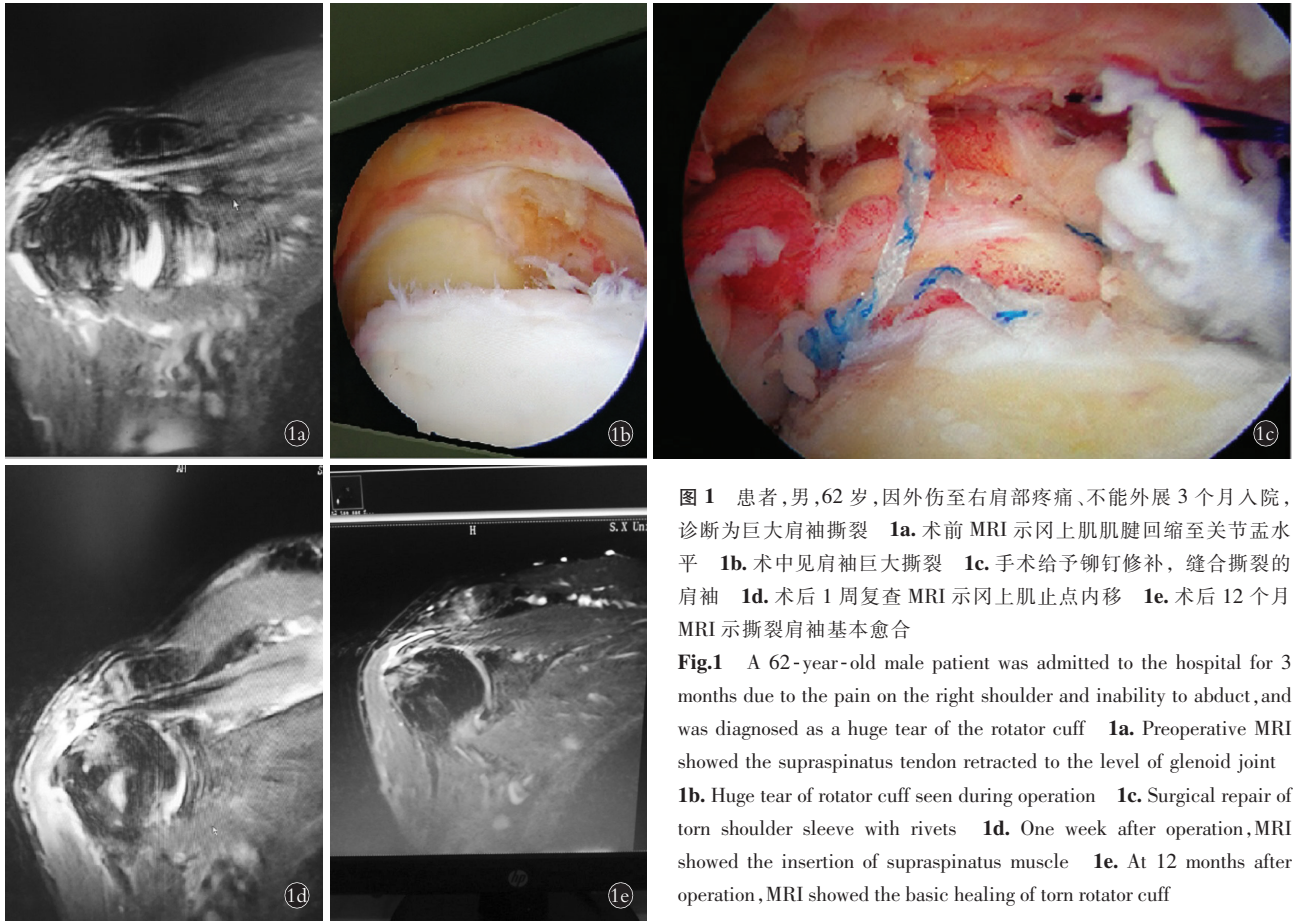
患者,男,62 岁,因外伤至右肩部疼痛、不能外展 3 个月入院,诊断为巨大肩袖撕裂 1a. 术前 MRI 示冈上肌肌腱回缩至关节盂水平 1b. 术中见肩袖巨大撕裂 1c. 手术给予铆钉修补,缝合撕裂的肩袖 1d. 术后 1 周复查 MRI 示冈上肌止点内移 1e. 术后 12 个月 MRI 示撕裂肩袖基本愈合
